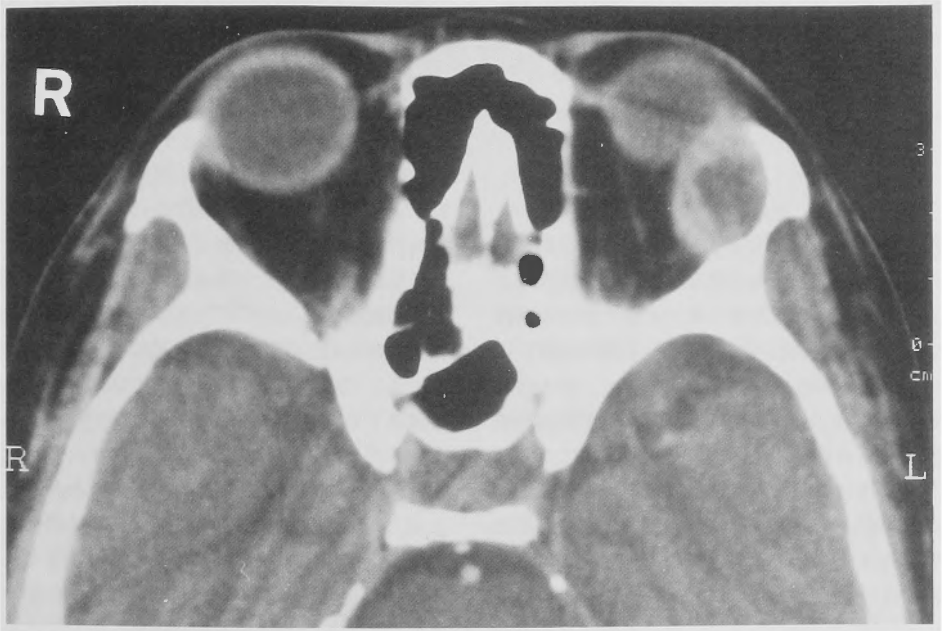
Enhanced CT scan shows slight enhancement in the peripheral portion of the mass.
